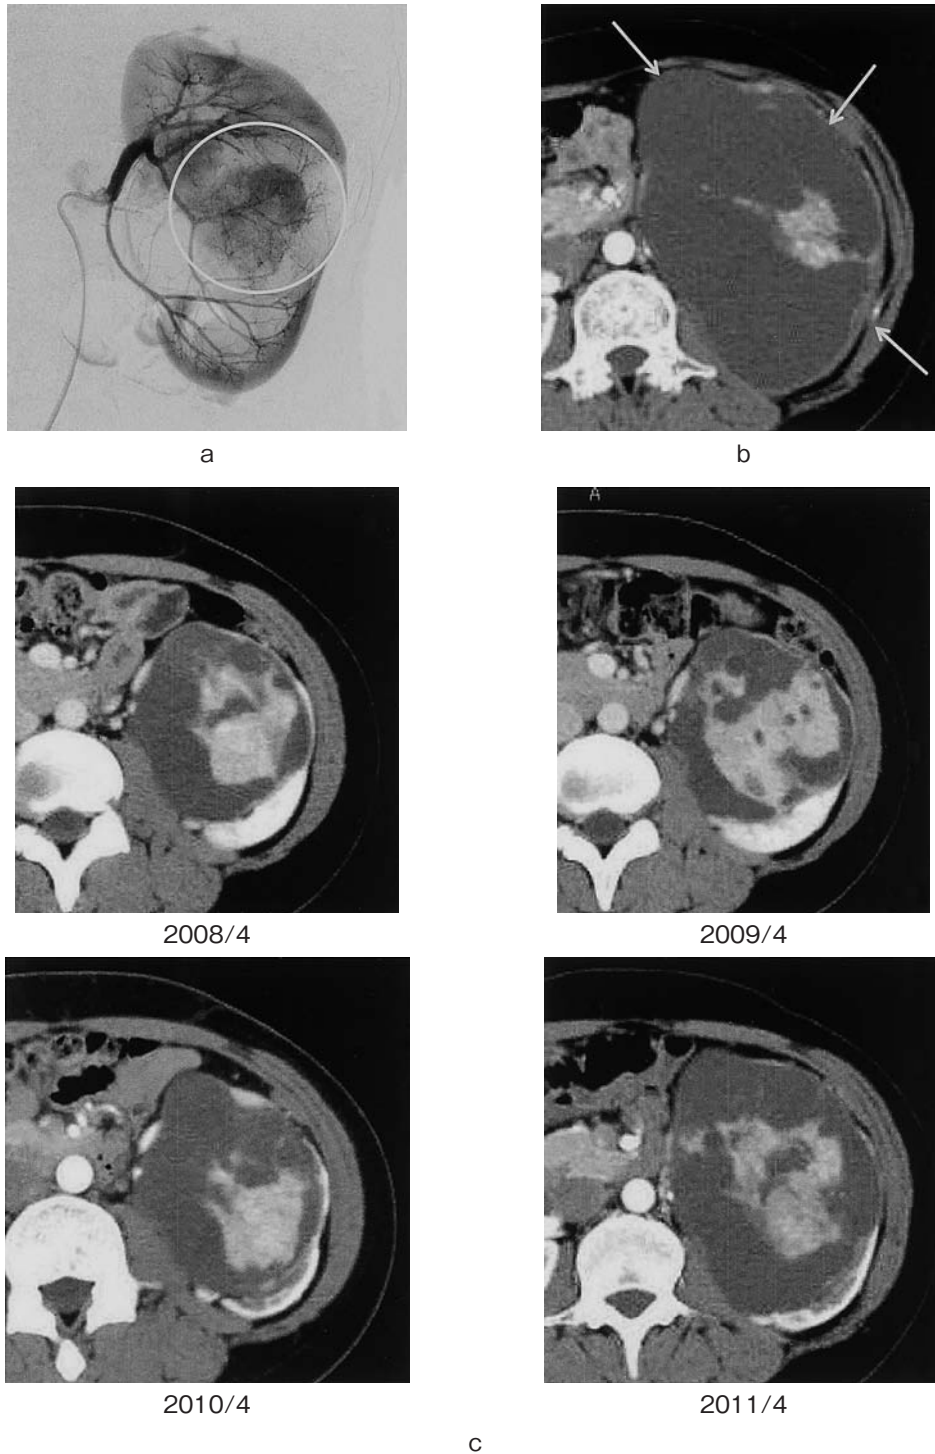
a: Tumor vessels running into the center of the kidney are present, and the normal vessels are displaced on the cranial and caudal sides. b: Preoperative CT shows tumor enlarged to 15 cm in diameter (arrow). c: The tumor gradually increased in size from 10 cm to 15 cm in diameter over a 5-year period.
